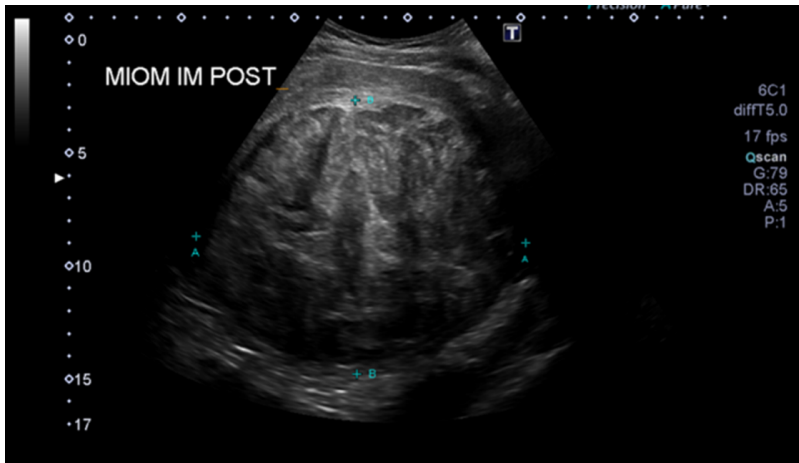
Ultrasonografia pélvica transabdominal que evidencia massa de contornos bem definidos, ecotextura mista heterogênea, constituída de áreas sólidas isoecoicas e áreas císticas de permeio, volume de 1200 cm³. Tem origem na parede uterina lateral.
